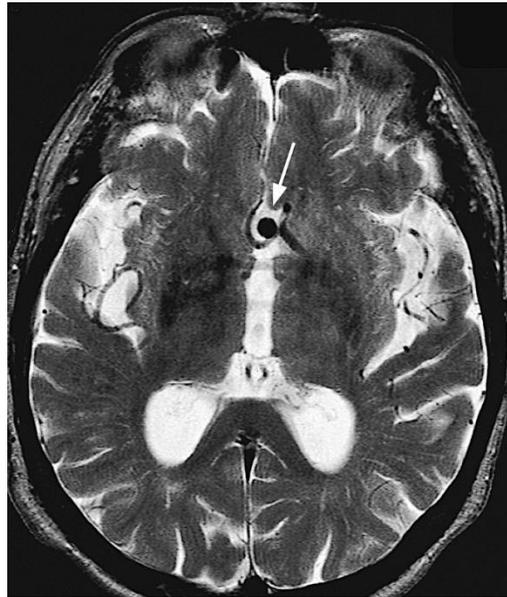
RM de un paciente con un aneurisma de la arteria comunicante anterior. (Tomado de Yock DH: *Magnetic resonance imaging of CNS disease: a teaching file*, ed 2, St Louis, 2002, Mosby, case 726, p. 446.)
